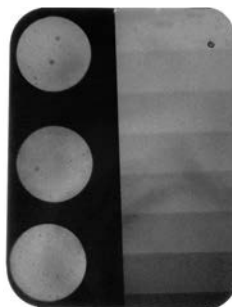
Рентгеноконтрастность поликарбоксилатных цементов
